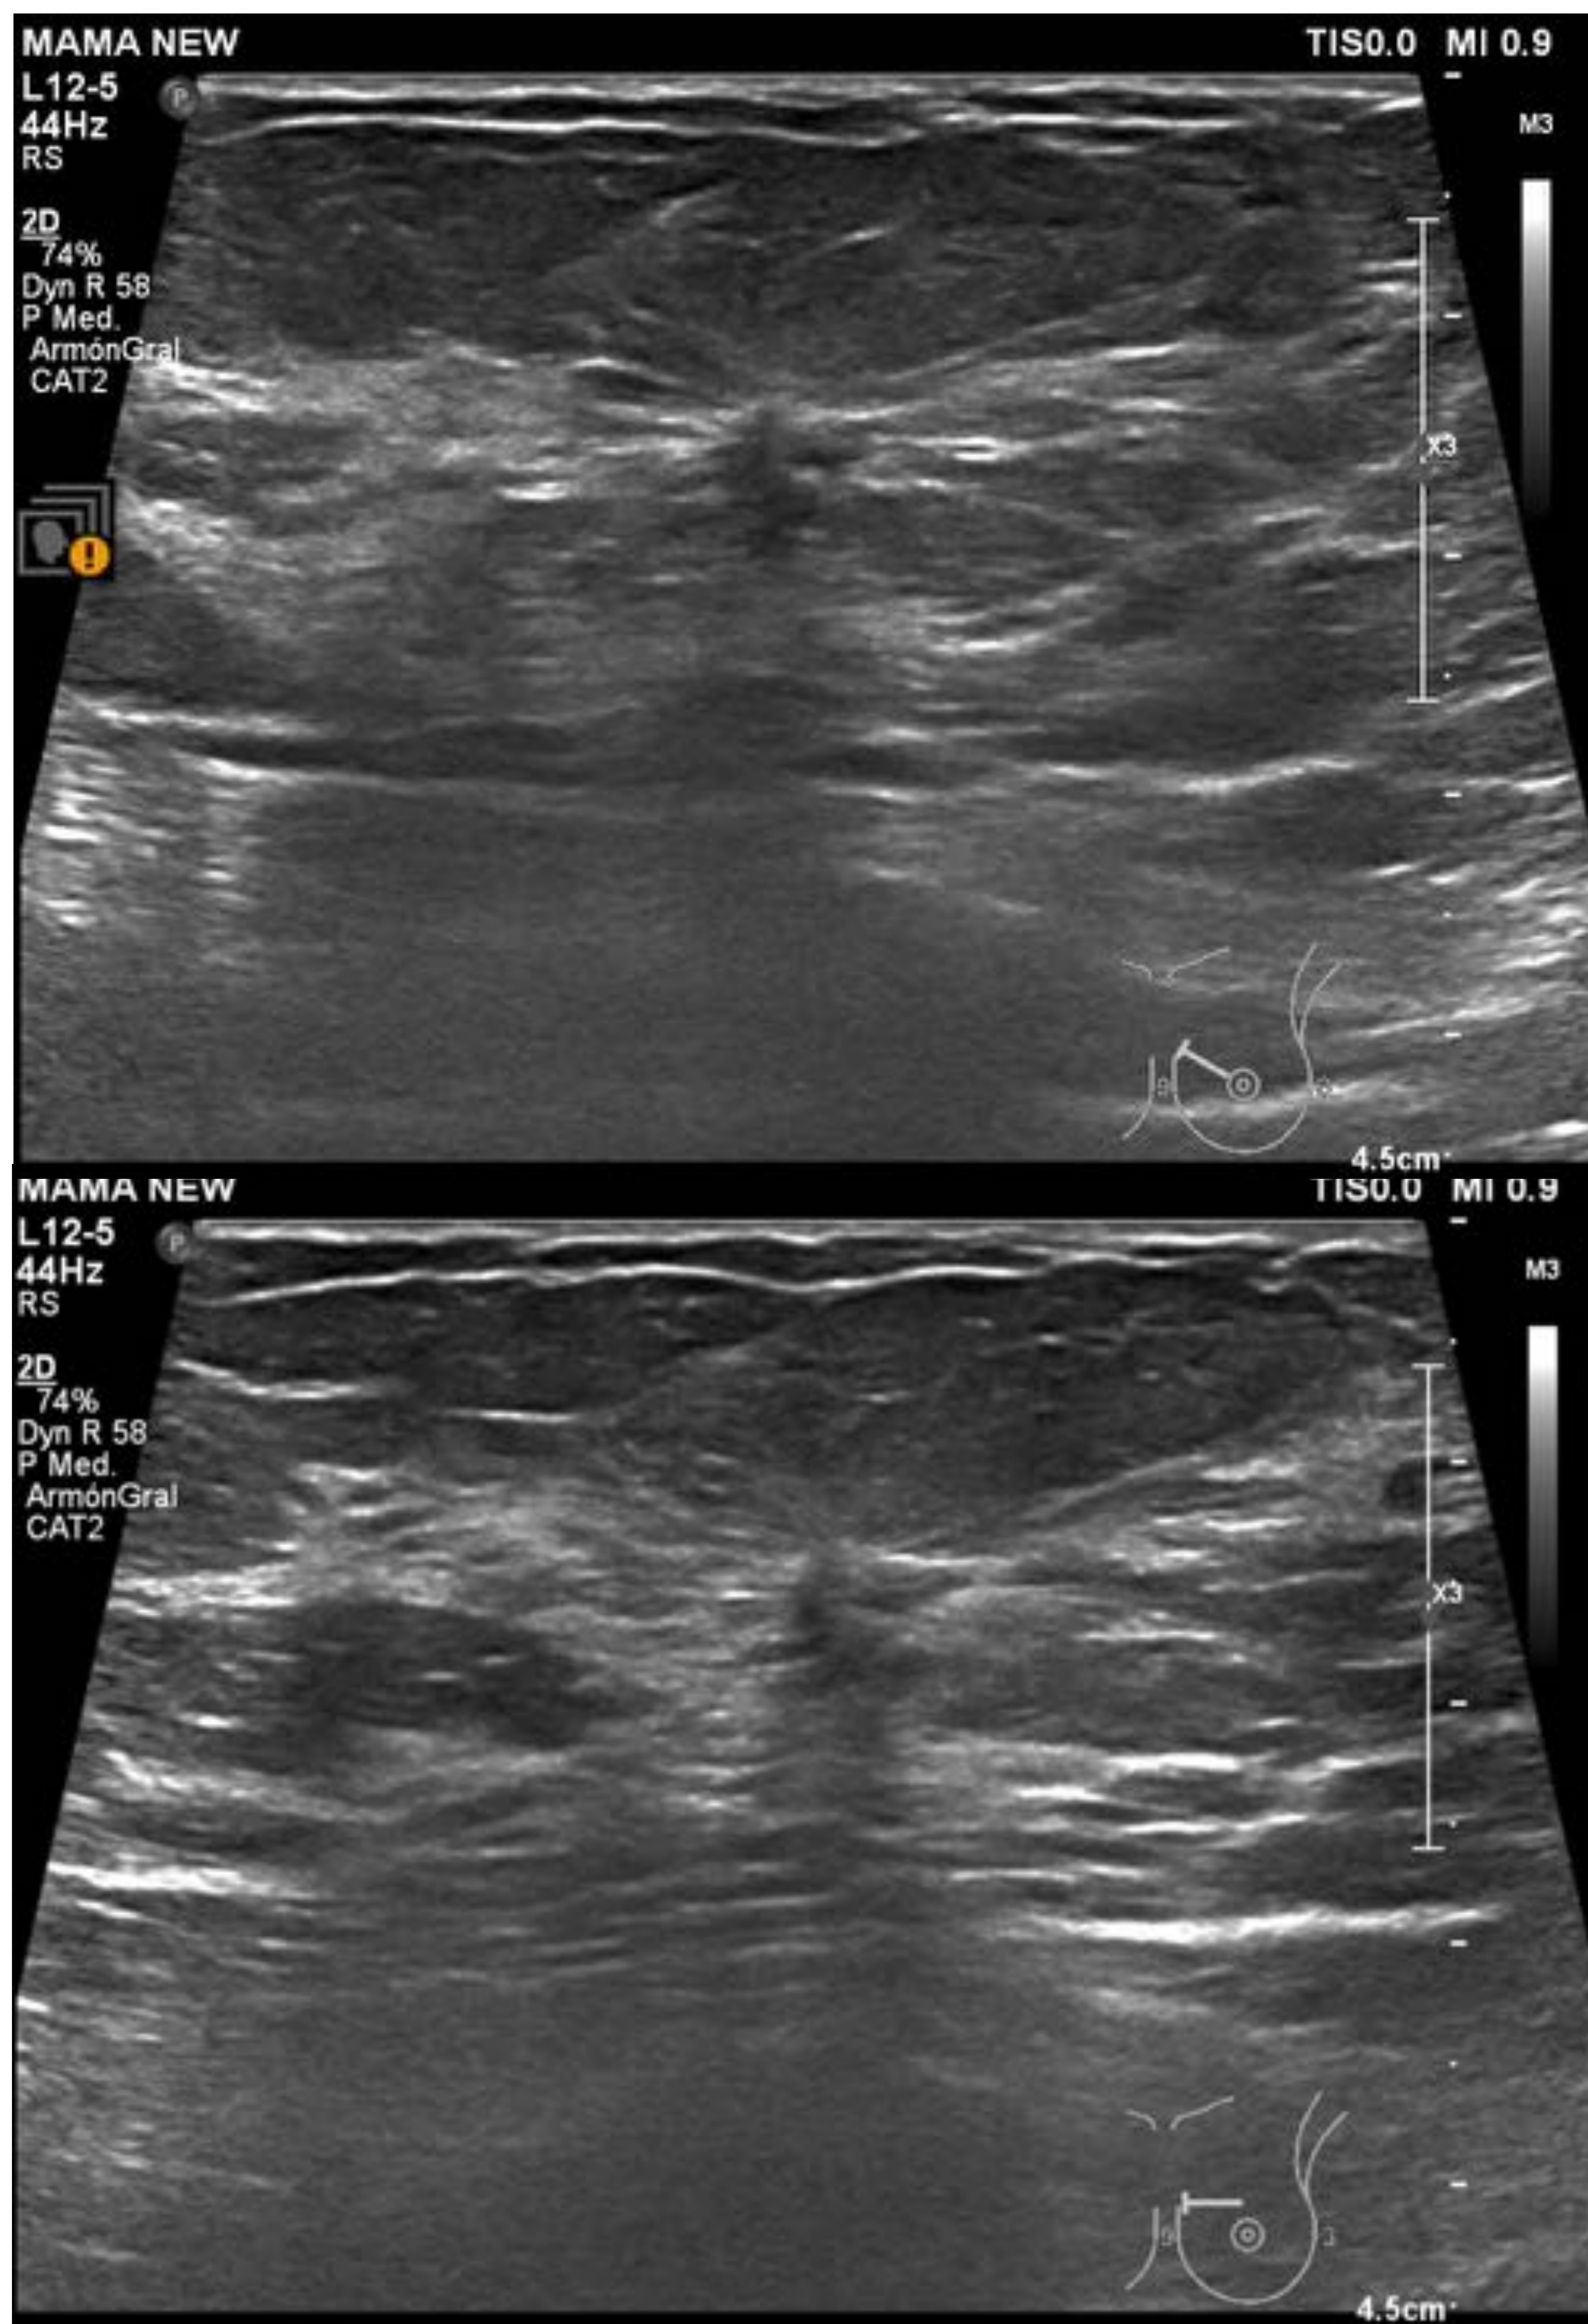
Ecografía de la distorsión arquitectural en CSI de mama izquierda de tomosíntesis mostrada previamente. Biopsia: CLIS.
